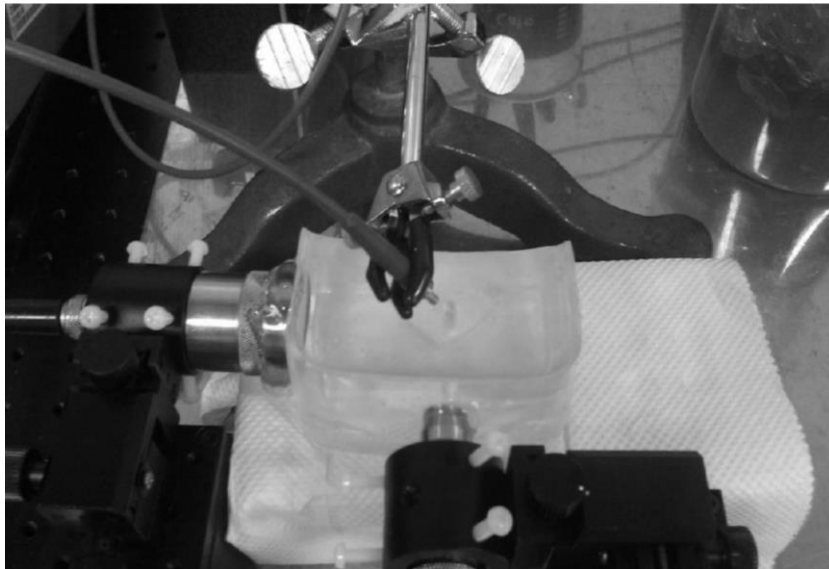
此為氣化與穴蝕效應實驗之架構及實景。(a)利用 D/A 卡控制超音波輸出合併連續雷射作用對比劑，再將收到的訊號以 A/D 卡接收進一步處理。(b)塑膠仿體有透光性，因此可以將雷射架在對比劑裝填處左上方作用，使其作用方向與超音波相同。
